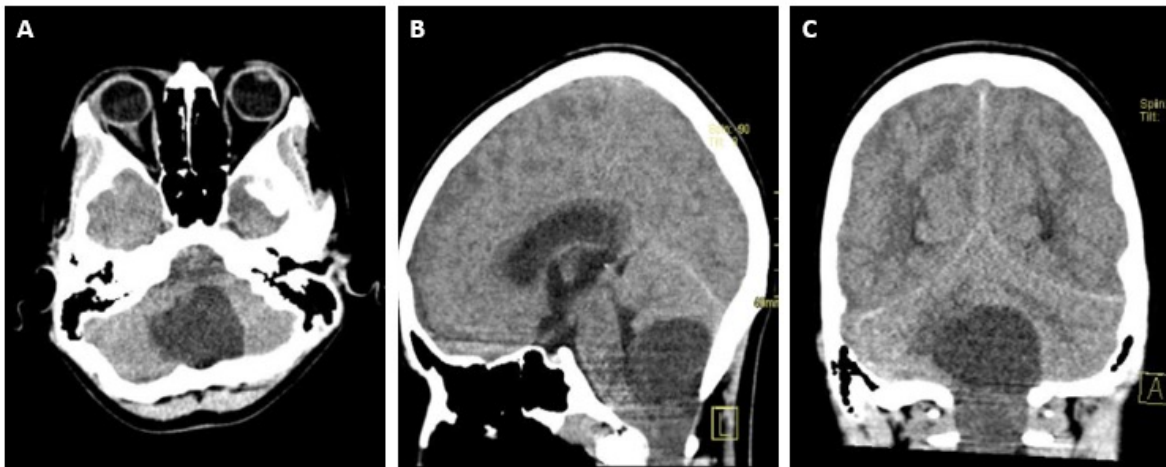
Tomografía simple de cráneo donde se evidencia una gran lesión quística en fosa posterior. Tomada de archivo con consentimiento del paciente.
